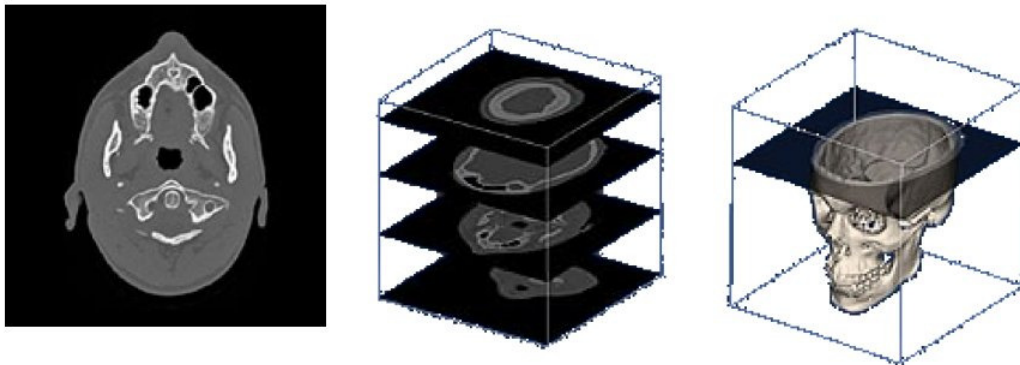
Exemplu de set de imagini CT si modelul rezultat din acestea [80].
